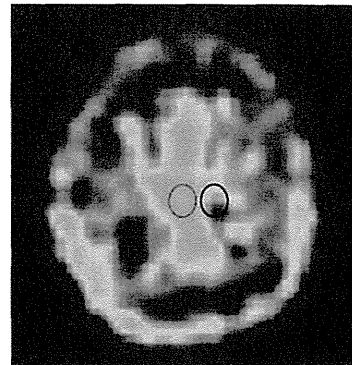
BPA-PET image of the same patient in Fig. 4, just prior to bevacizumab treatment
